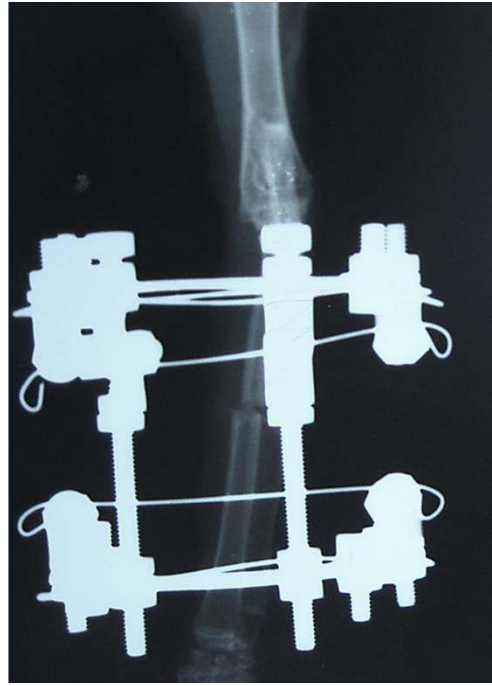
Предплечье и голень кролика до и после остеотомии (рентгенограмма).
